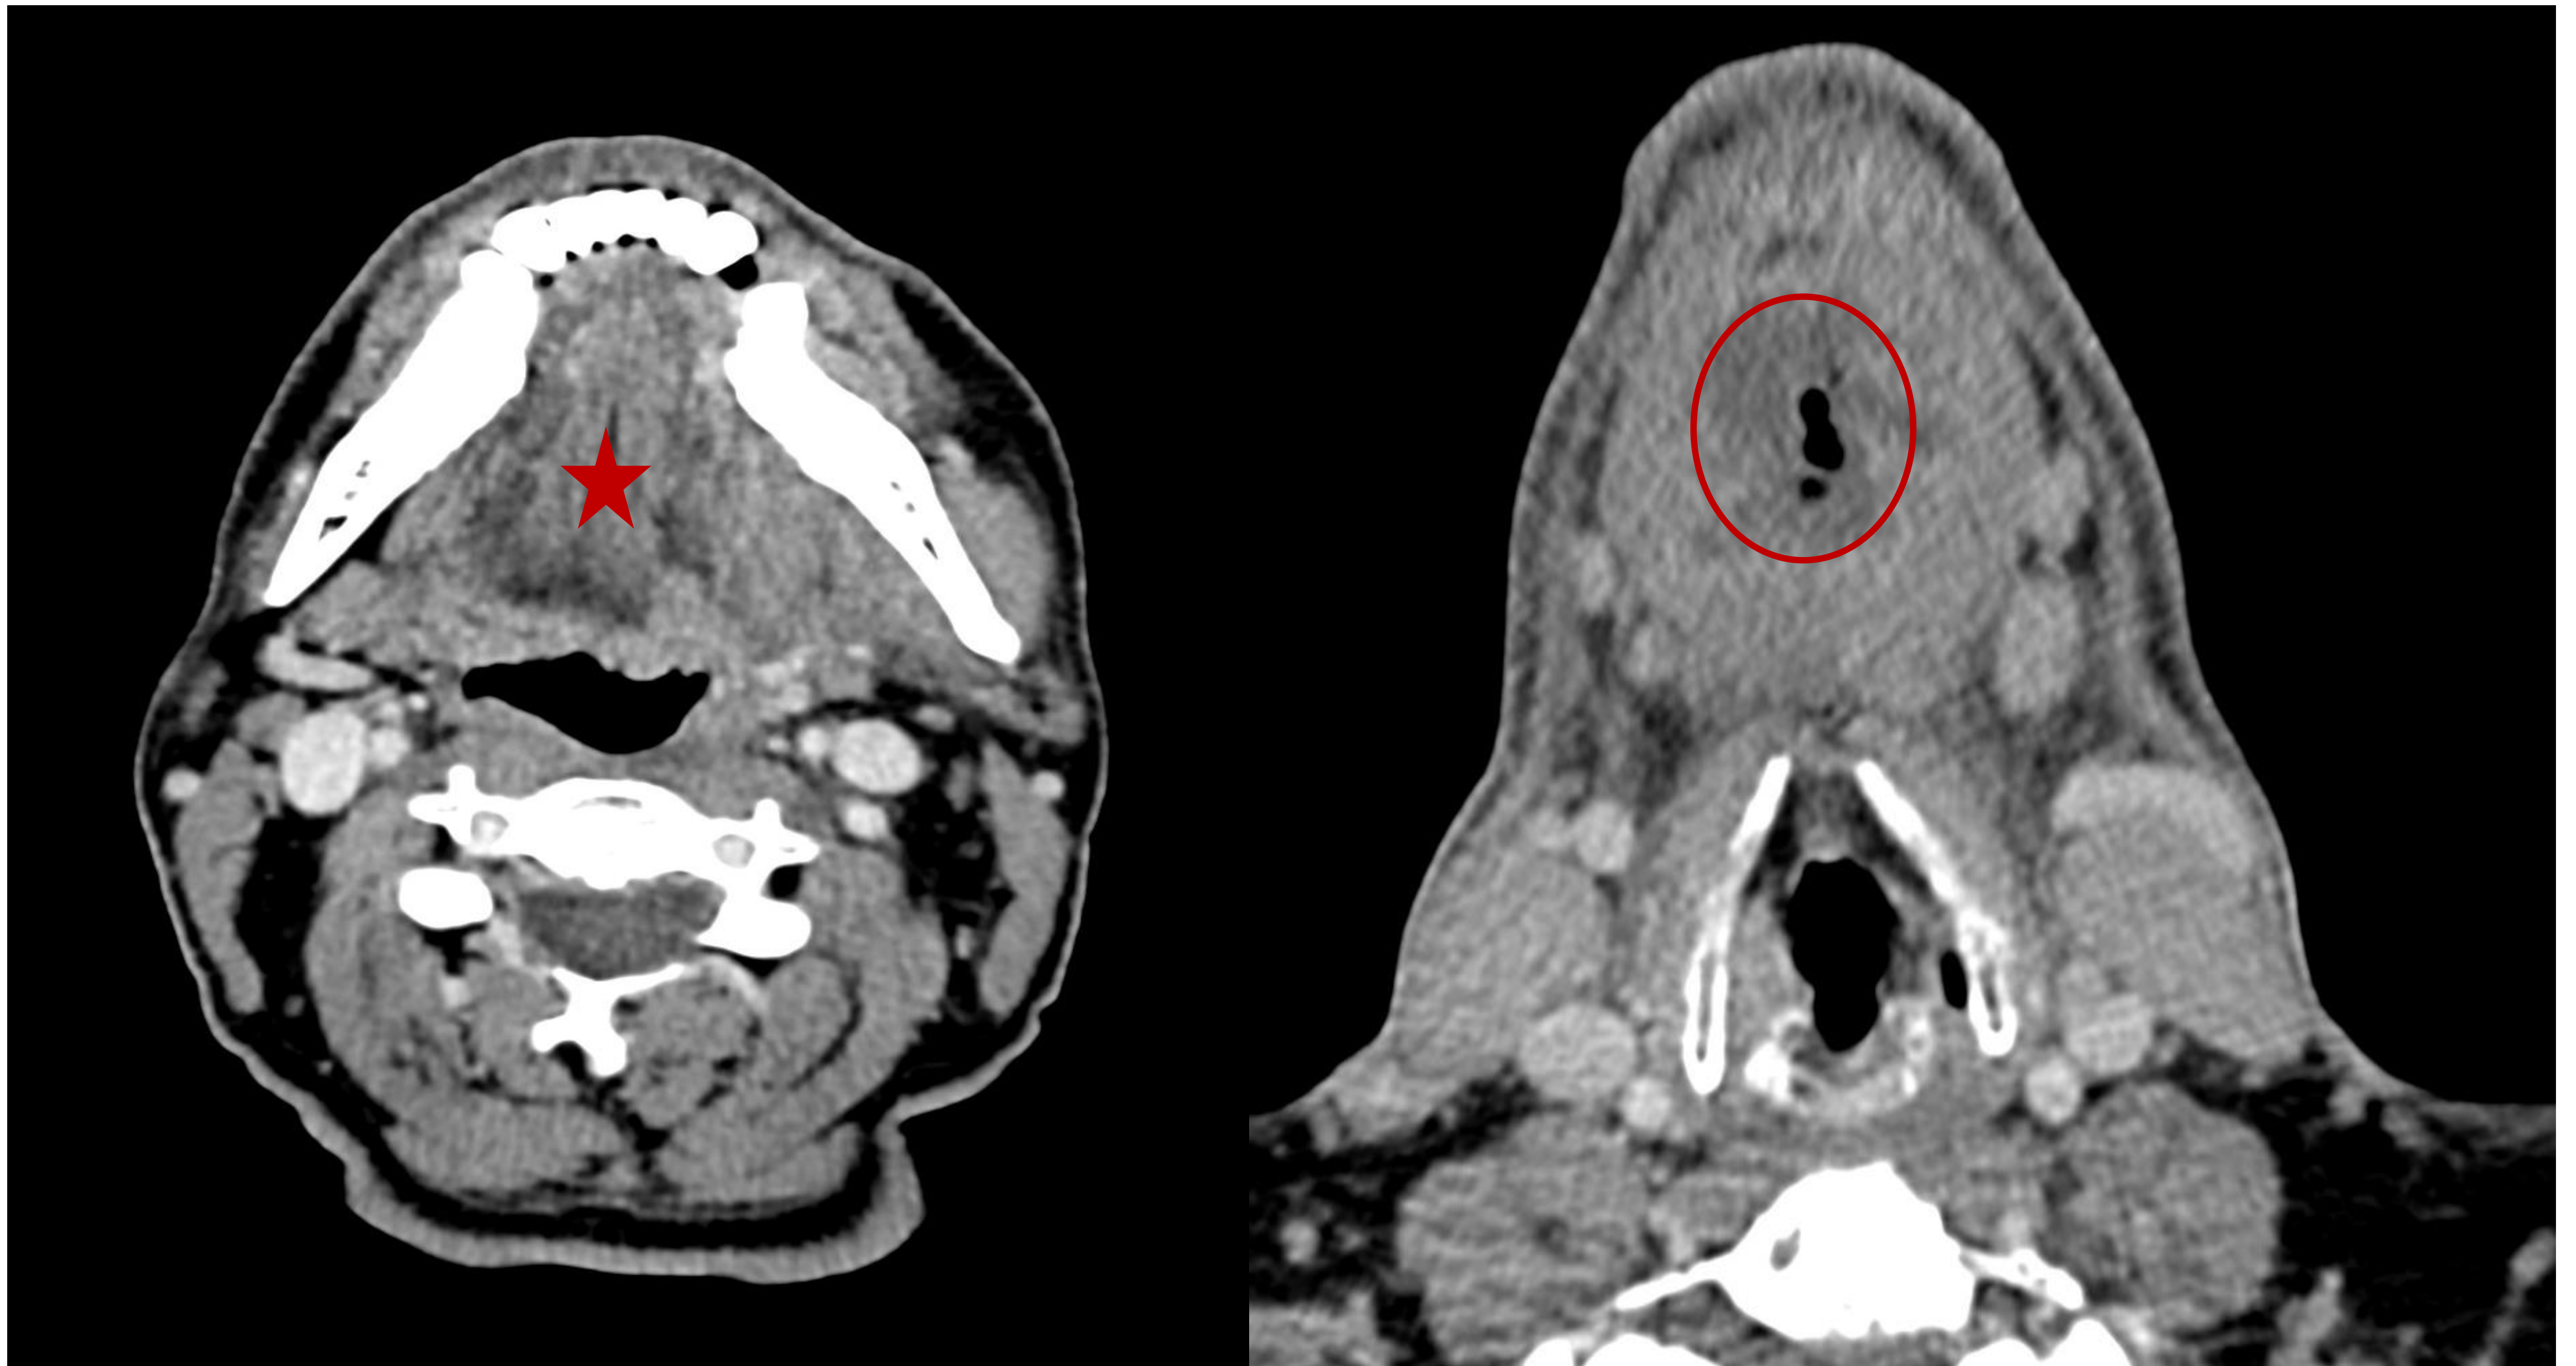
TC axial con civ, corte craneal (izquierda) y caudal (derecha). Se observa un aumento difuso de la densidad de la grasa de los espacios sublingual y submaxilar (estrella roja) en un paciente que hace 3 días se intervino de extracción del 3er molar inferior derecho. No se identificaron colecciones organizadas, pero sí cambios inflamatorios con algunas burbujas de aire (círculo) en suelo de la boca, hallazgos compatibles con angina de Ludwig.
